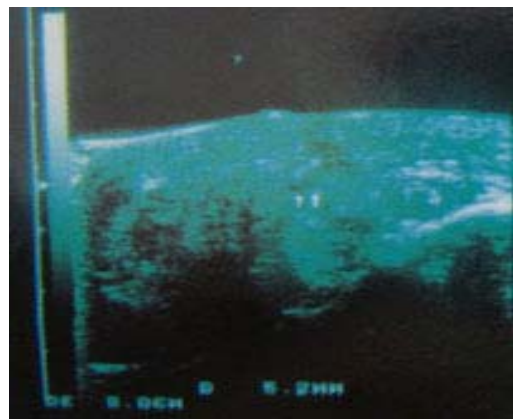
Presencia de una espina retenida, a pesar de no ser detectada en la radiografía. Fuente: Edmonds, C (1995).
